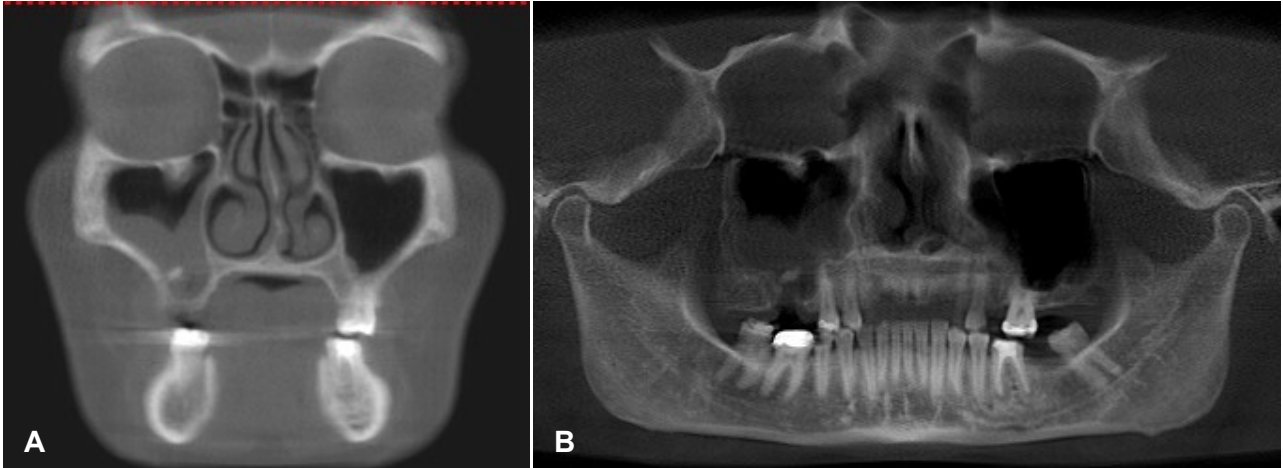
A. Corte coronal de Tomografia Computadorizada evidenciando imagem hiperdensa no seio maxilar direito sugestivo de fragmento dentário. B. Velamento de seio maxilar direito em corte panorâmico de tomografia computadorizada.
